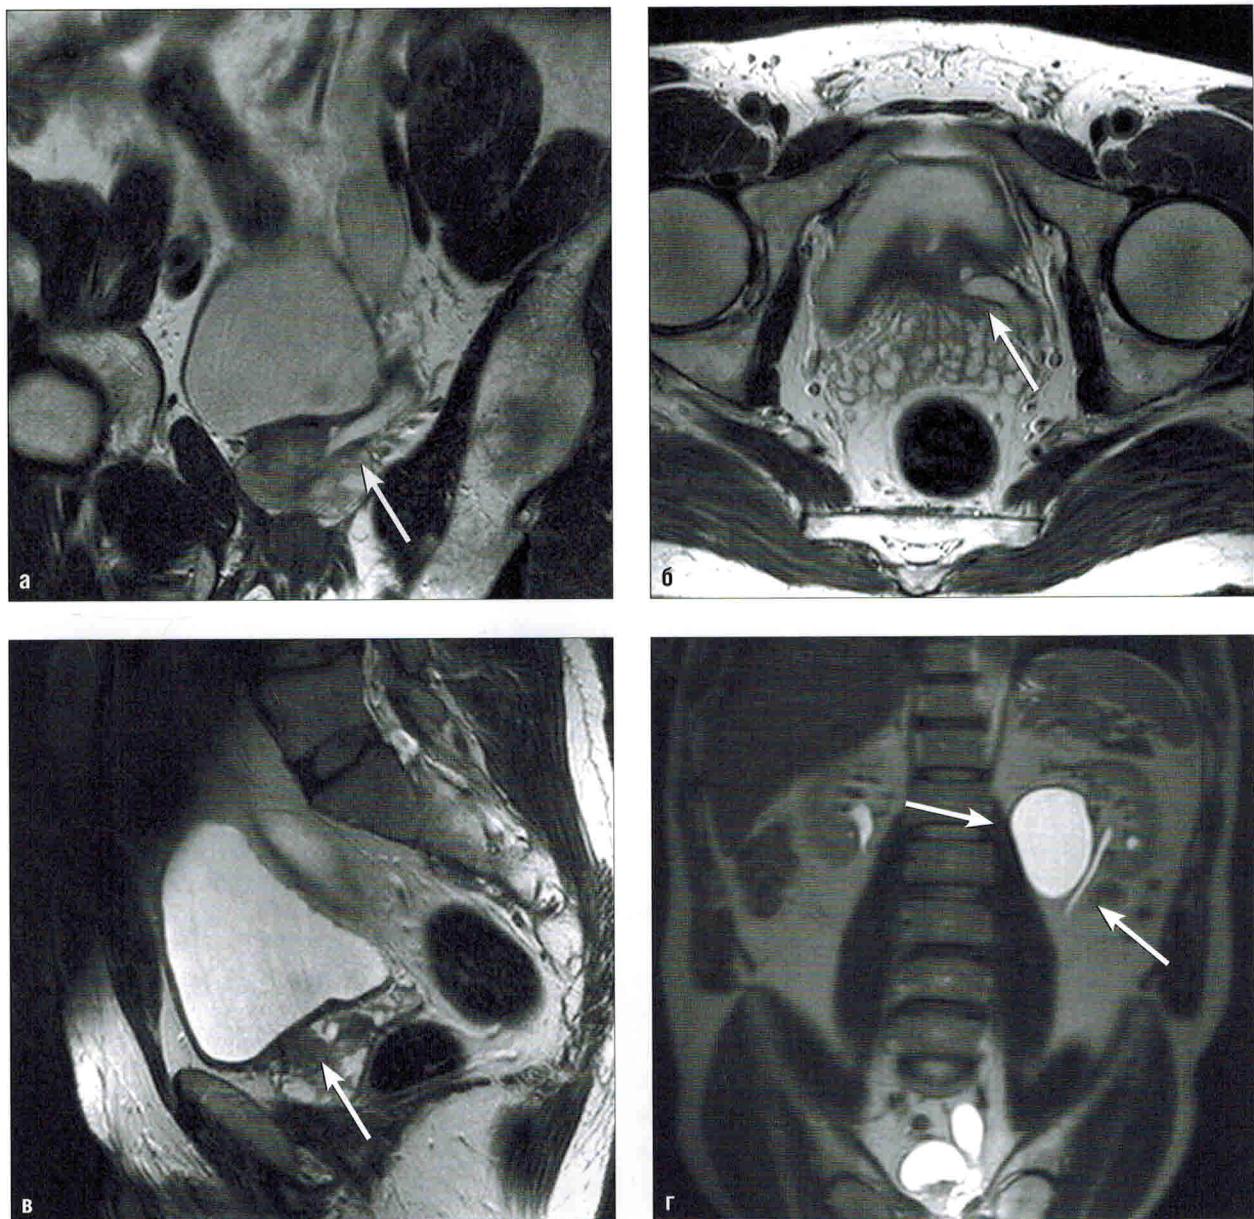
Левосторонняя удвоенная почка с эктопией мочеточника. Левосторонний уретерогидронефроз III ст. верхней части удвоенной почки и эктопированного мочеточника. МРТ
